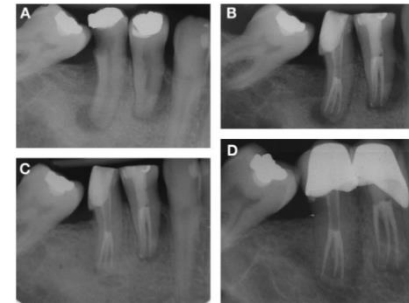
A) Primer premolar inferior con lesión periapical. B) Radiografía de la obturación, C) Radiografía de seguimiento a los 6 meses, D) Radiografía de seguimiento a los dos años.⁽²⁷⁾
